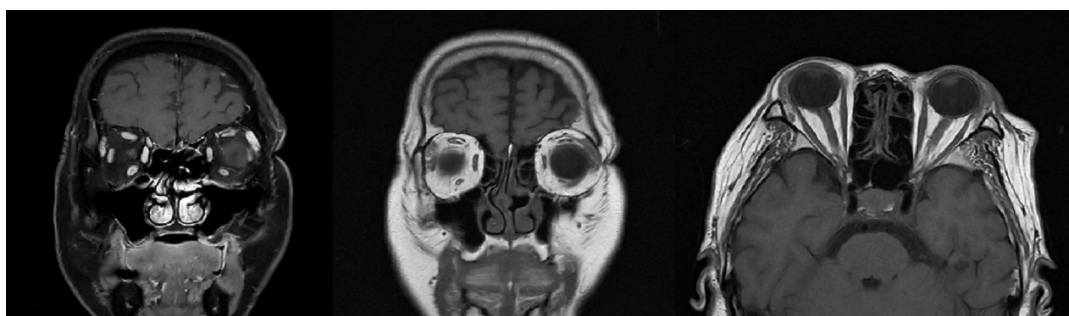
Plain scan and enhanced MRI of the orbit
